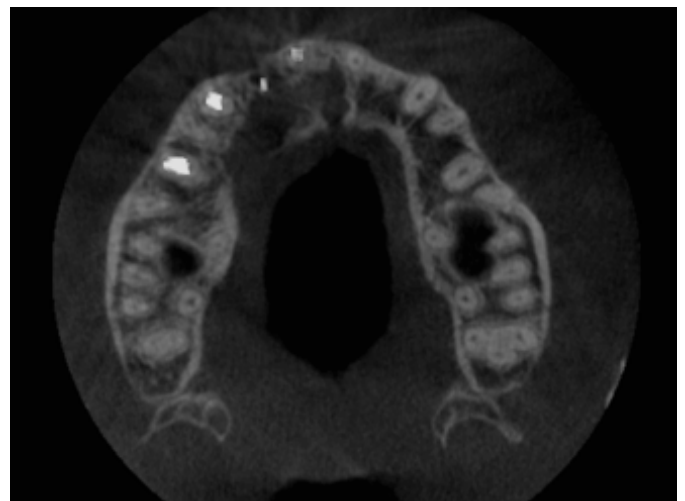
Corte axial de CBCT a los 12 meses tras enucleación y cirugía periapical. Se aprecia regeneración ósea del defecto.
